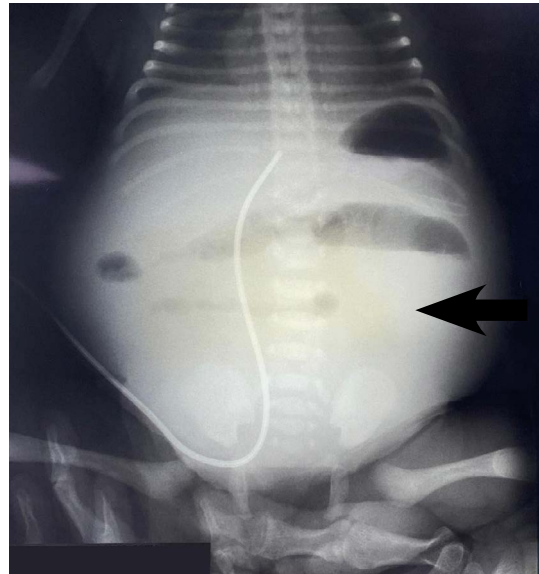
Radiografía toraco-abdominal del neonato. Se observa niveles hidroaéreos, distensión abdominal (Flecha negra).
